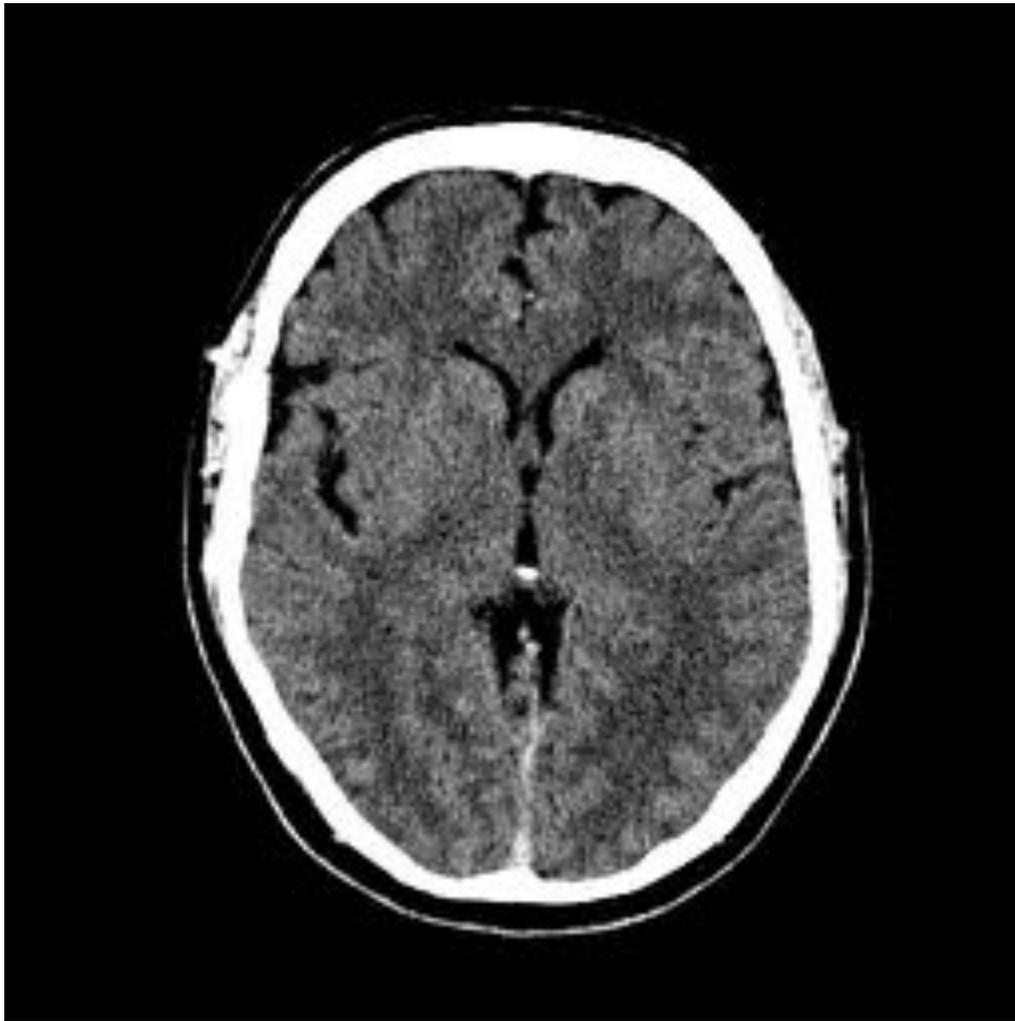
TC basal, ASPECTS 10 en paciente con alteración aguda del lenguaje y facial leve que mejora al llegar al quirófano de Neurroradiología Intervencionista.
